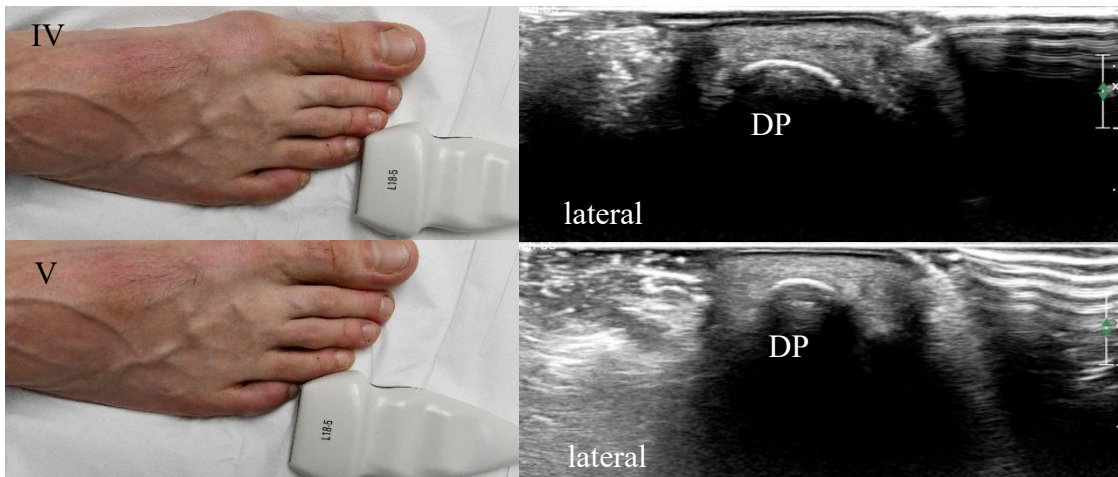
Darstellung der Schallkopfpositionen der Sonographie der Endglieder der Zehen. Darstellung jeweils im Bild und korrespondierendem Ultraschallbild. DP 1 (I), DP 2 (II), DP 3 (III), DP 4 (IV), DP 5 (V) jeweils im Querschnitt
